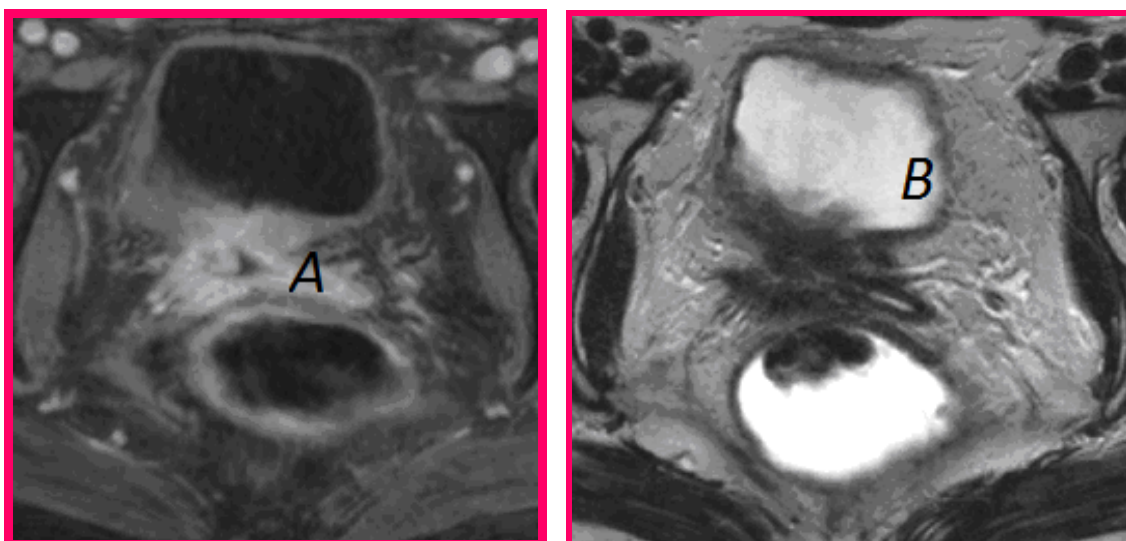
IRM coupe A) Axial T2 Axial, B) T1 gado FS
